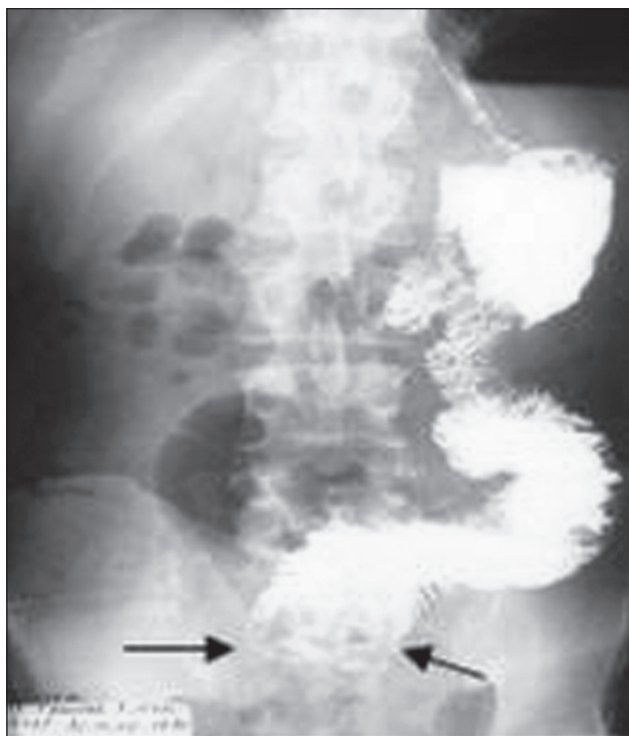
Рентгенограмма брюшной полости при острой кишечной непроходимости на почве фитобезоара (указан стрелками).
